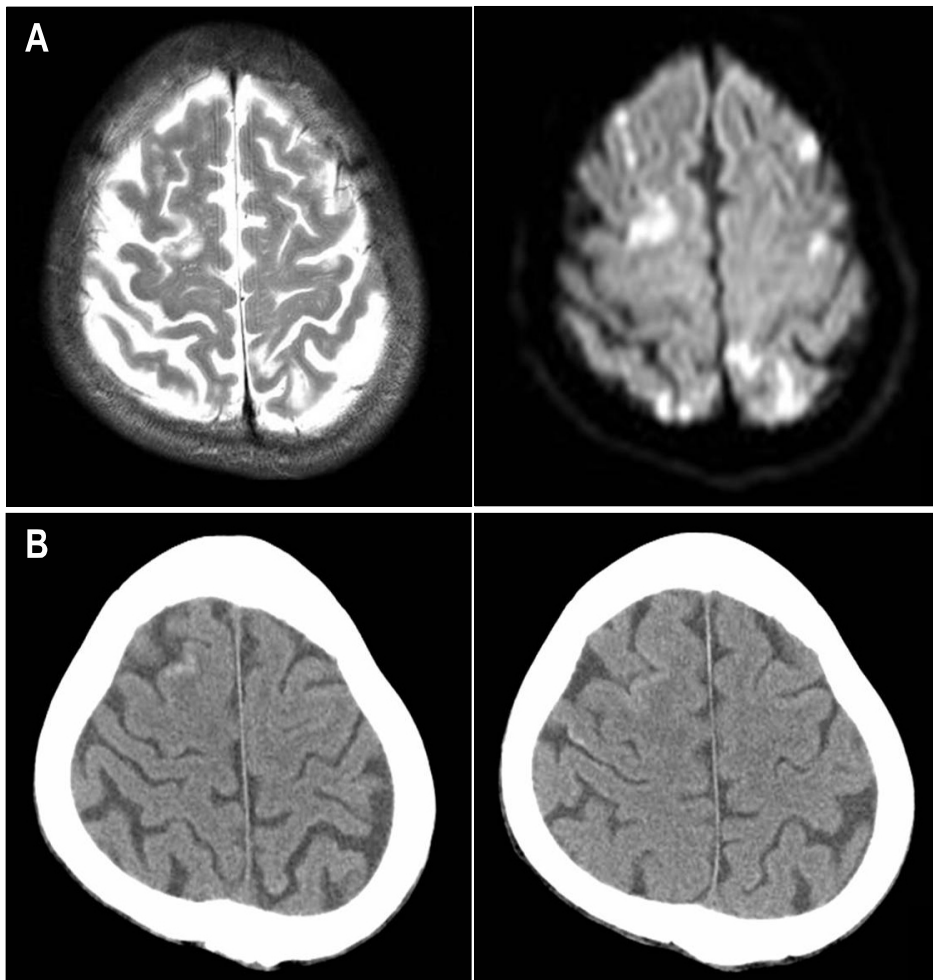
(A) Magnetic resonance images of the brain revealed multiple, discrete, high signal intensities in the frontal lobe, parietal lobe, occipital lobe, and cerebellum on T2-weighted and diffusion-weighted imaging. (B) A non-contrast-enhanced CT scan of the brain obtained 7 days after the procedure revealed disseminated hyperattenuation along the gyri of both frontal lobe and subcortical white matter of the parietal lobe, suggesting deposition of iodized oil.
